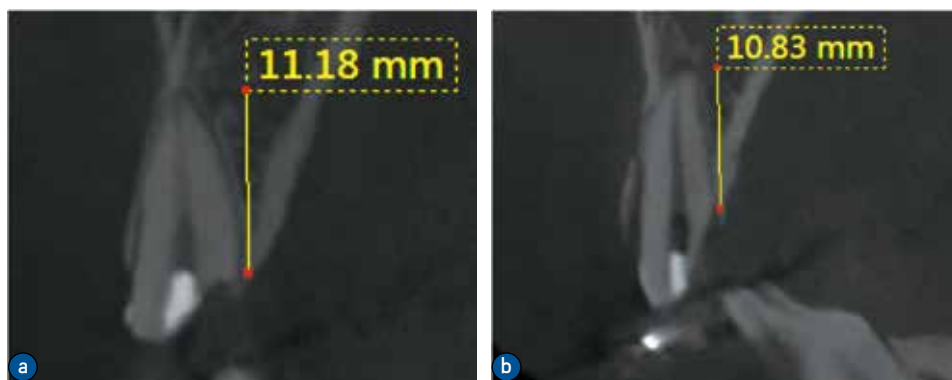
CBCT 示冠根折患牙腭侧断端与牙槽嵴顶位置关系
